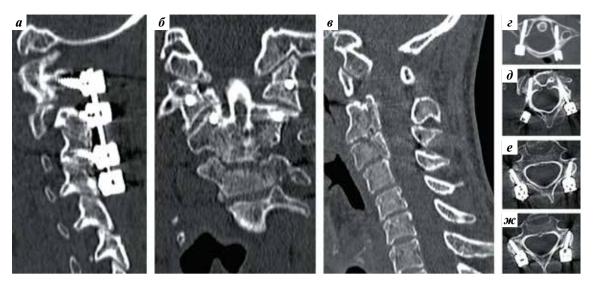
Состояние шейного отдела позвоночника после фиксации (2018 г.) на КТ-изображениях: а – фиксация позвонков С1–С4 с правой стороны; б – восстановление анатомических взаимоотношений и точки опоры; в – сопоставление отломков С2- и С3-позвонков после фиксации; г–ж – расположение винтов в позвонках С1, С2, С3 и С4 соответственно
